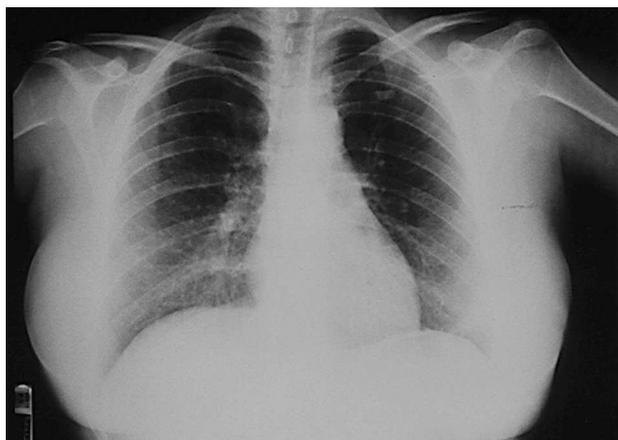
Radiografía de tórax con infiltrado reticular fino en ambos lóbulos inferiores.
